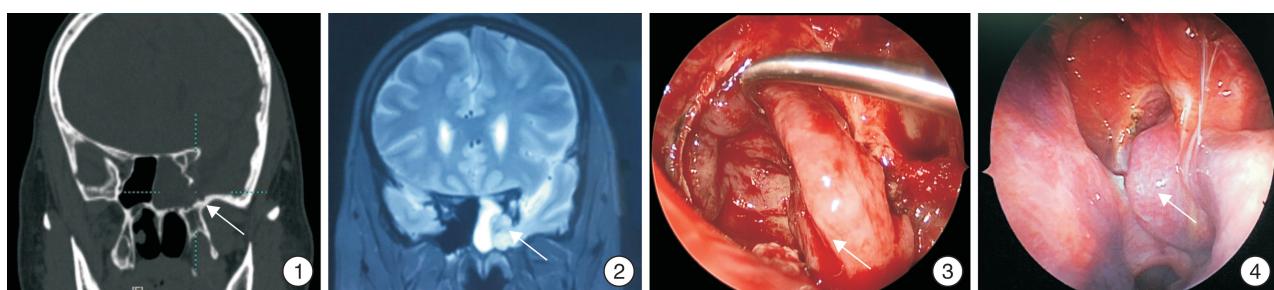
CT 示蝶窦外侧隐窝脑膜脑膨出位置(箭头所示); 图 2 MRI 示脑膜脑膨出位置(箭头所示); 图 3 术中带蒂中鼻甲黏膜瓣(箭头所示); 图 4 术后 2 个月鼻内镜复查带蒂中鼻甲黏膜瓣(箭头所示)
